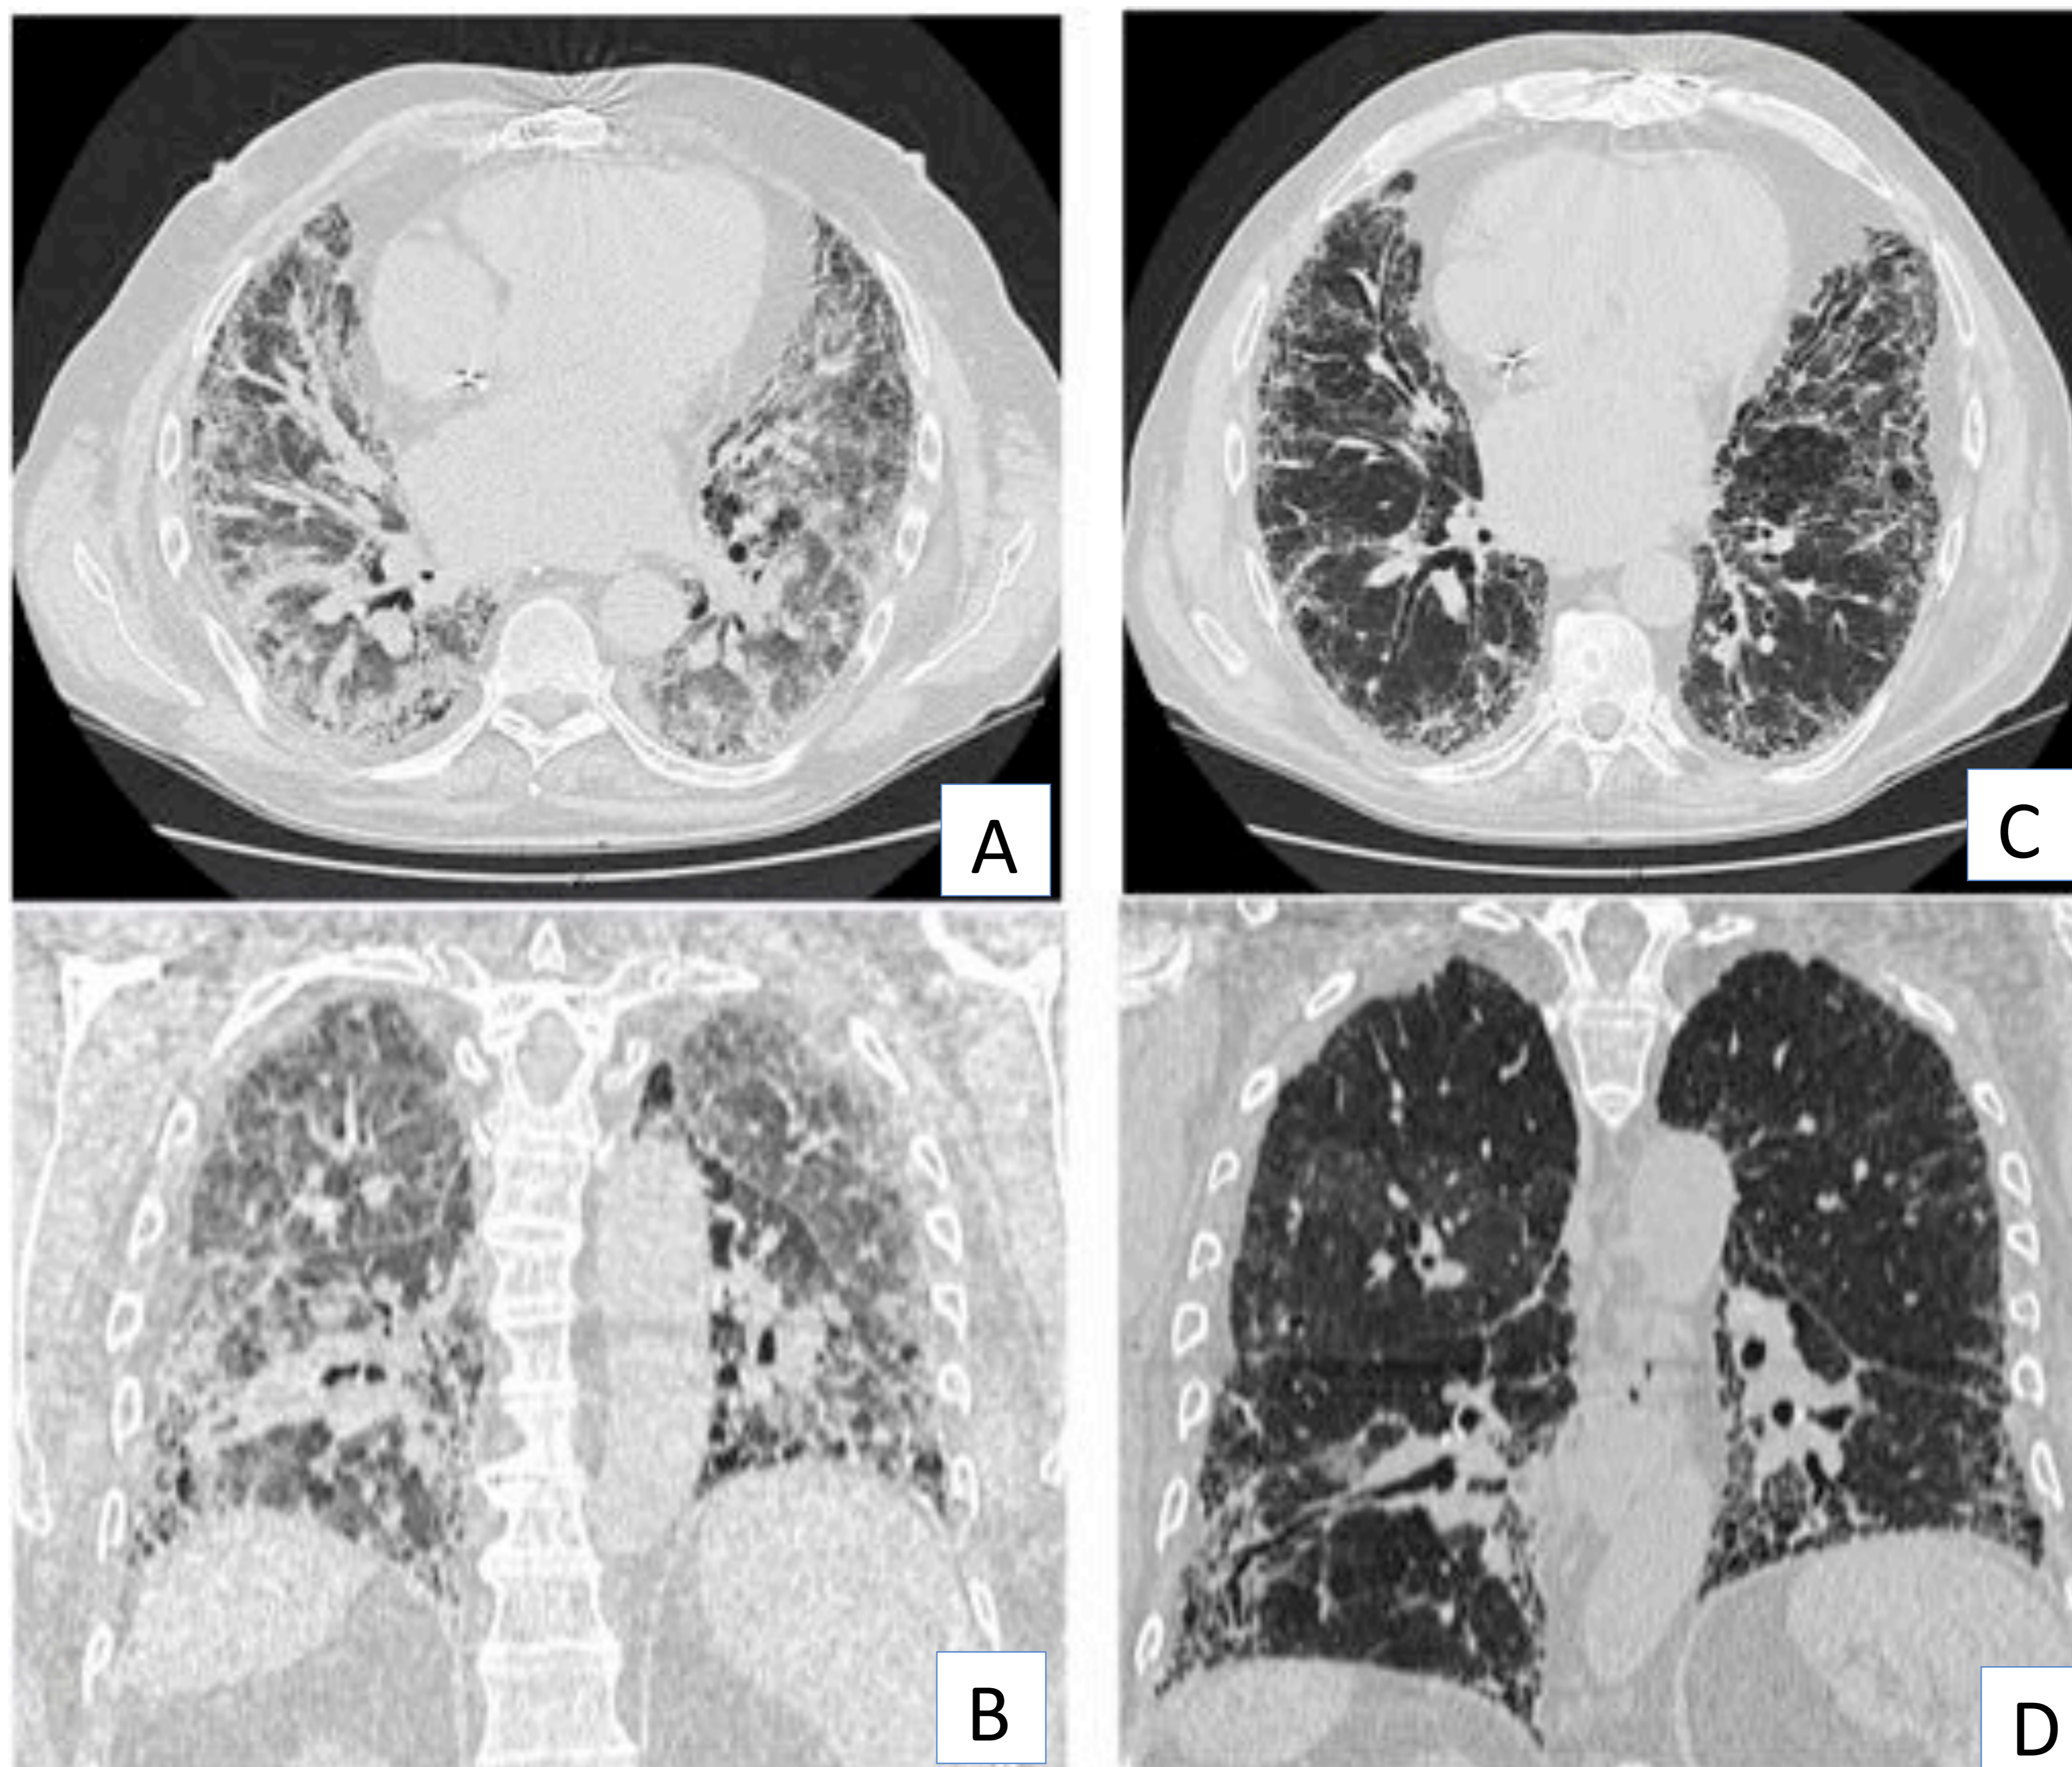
Imágenes de TC de tórax en plano axial (A y C) y coronal (B y D) de paciente con patrón NIU y diagnóstico de FPI.
